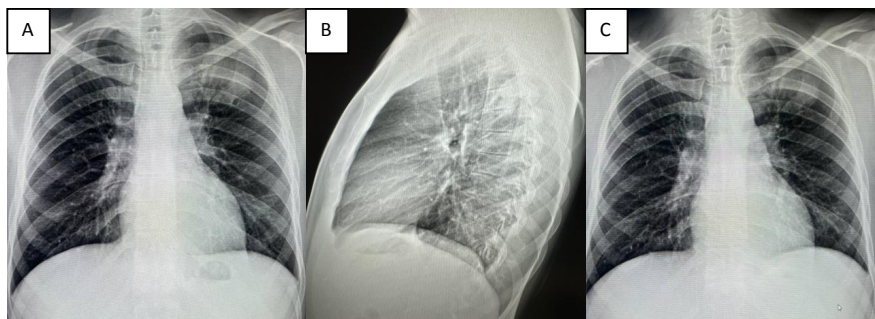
Больной Г, 25 лет. Рентгенография ОГК в двух проекциях (прямая, левая боковая). Контрольная рентгенография ОГК в прямой проекции с временным интервалом 10 дней (С). В проекции S1-2 левого легкого определяется неоднородный участок инфильтрации неправильной округлой формы с нечеткими контурами. Данные изменения расценены как пневмония без значимой динамики.
